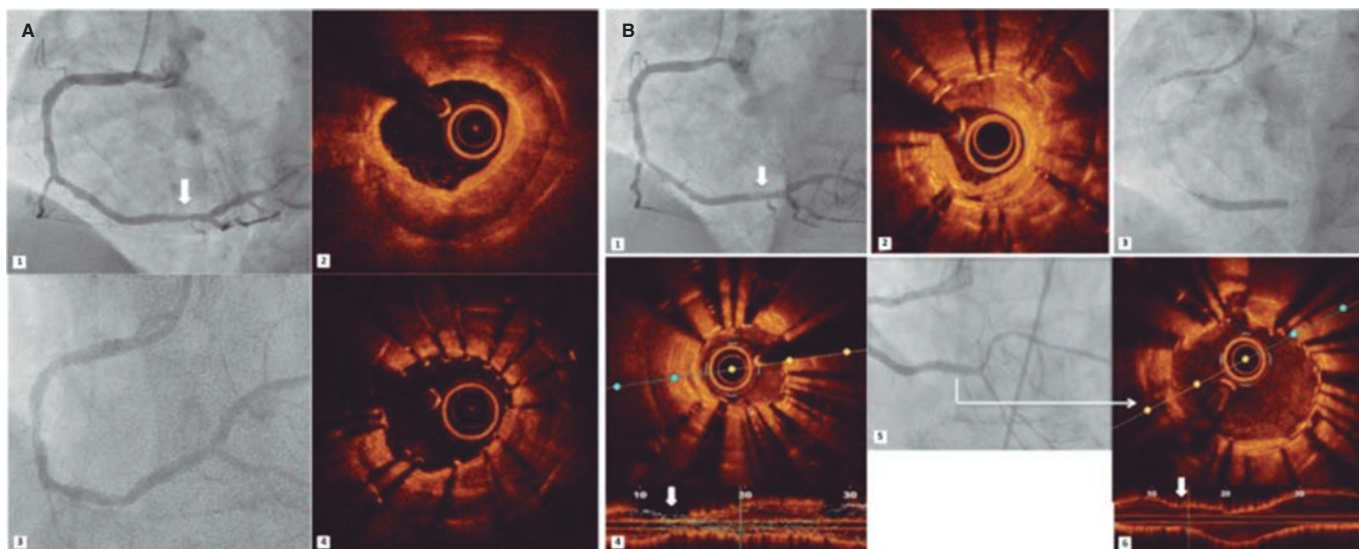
Reestenosis intra-*stent* e infraexpansión del *stent* tratadas mediante aterectomía coronaria con láser Excimer (ELCA). Reestenosis intra-*stent* (RIS) grave (A1) (flecha) del *stent* farmacológico previamente implantado en la coronaria derecha. La tomografía de coherencia óptica (OCT) confirmó la presencia de neoaterosclerosis calcificada con un área luminal mínima (ALM) de 1,25 mm² (A2). Se implantó un *stent* liberador de everolimus (2,75 × 20 mm), y a pesar de la posdilatación con un balón no distensible de 3 mm (A3), la siguiente OCT que se realizó confirmó la infraexpansión del *stent* (ALM: 2,1 mm²) (A4). Transcurridos 16 meses, se observó una RIS crítica del anterior *stent* (B1) (flecha) con proliferación neo-intimal heterogénea (B2). Se realizó una aterectomía con láser seguida de dilatación con balón no distensible de 3 y 3,5 mm hasta 24 atm, y se implantó 1 *stent* liberador de sirolimus de 3 mm cuya expansión se confirmó en la angiografía (B3), pero no en la OCT (infraexpansión; ALM: 1,5 mm²) (B4) (flecha). Se repitió la aplicación del láser con inyección de contraste y se dilató con un balón no distensible de 4 mm, logrando entonces la adecuada expansión del *stent* (ALM: 4,5 mm²) (B5 y B6) (flecha).
